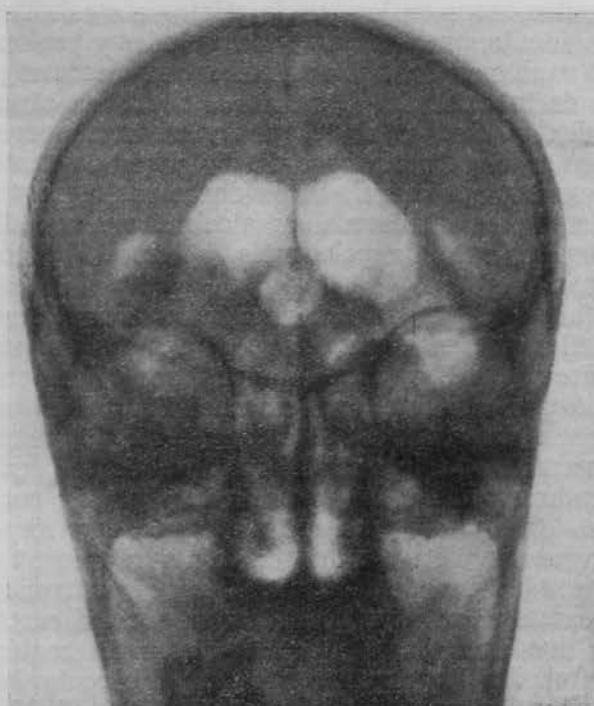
Radiografías anteroposterior y lateral. Enorme dilatación del sistema ventricular. Acúmulo de aire en región silviana derecha. Dilatación de los lagos de la base.
